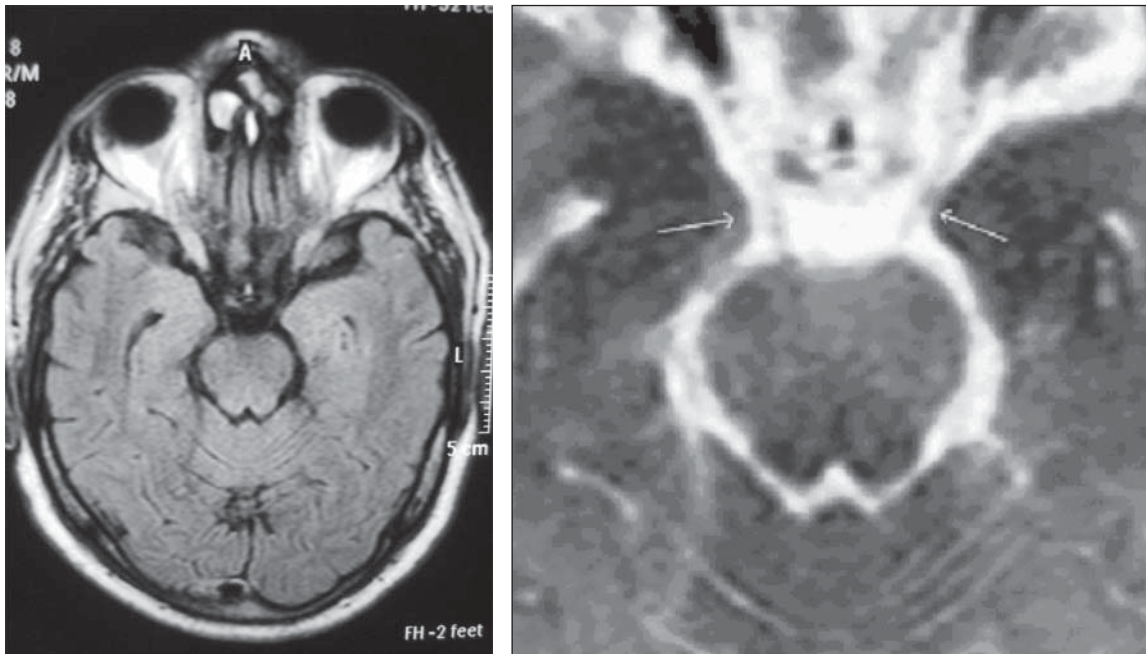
A: Corte axial de RM cerebral en secuencia FLAIR que muestra (flechas) hiperintensidad de ambos motores oculares externos. B: Detalle del mismo corte axial en negativo, para la mejor visualización de los sextos pares.
